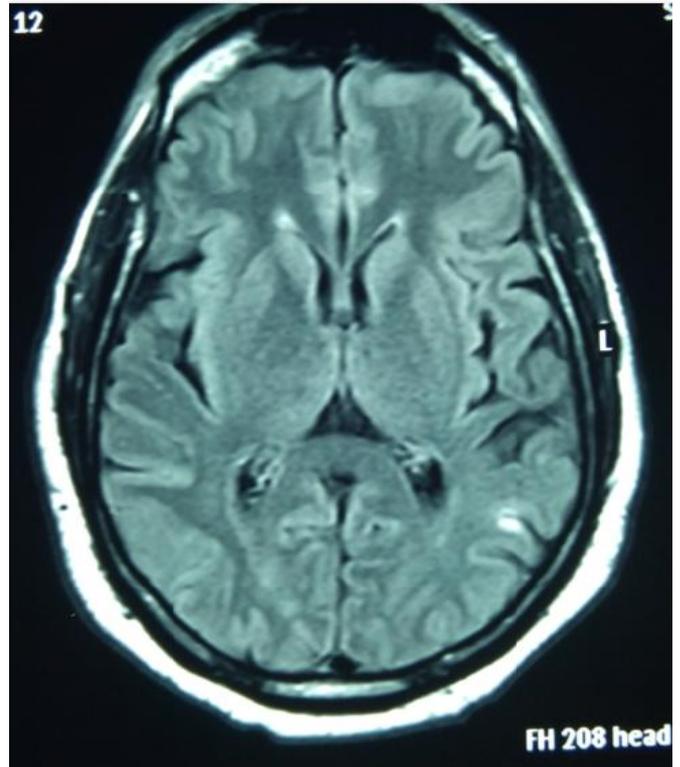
Cerebral MRI showing a left parietal cortical lesion on FLAIR sequence.
